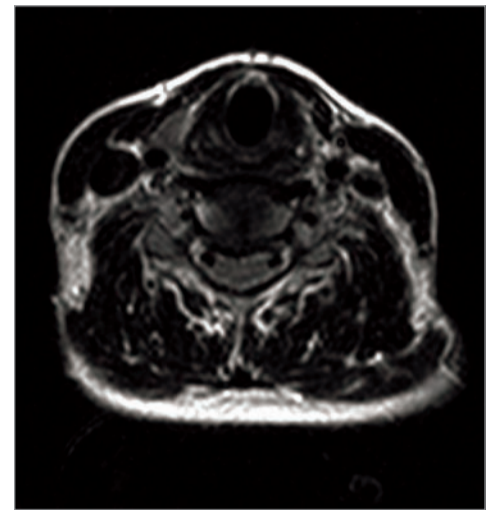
МРТ-дослідження ШВХ в сагітальній і поперечній площинах. Випрямлення і деформація шийного лордозу. Протрузія МХД С4-С5. Вертеброгенна шийна мієлопатія
